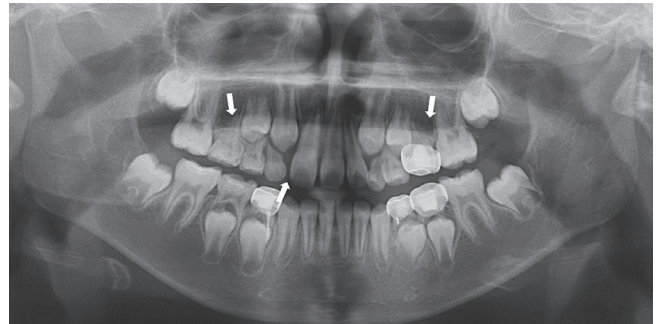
Evaluation of congenitally missing teeth (arrows) using tooth agenesis code (TAC).
